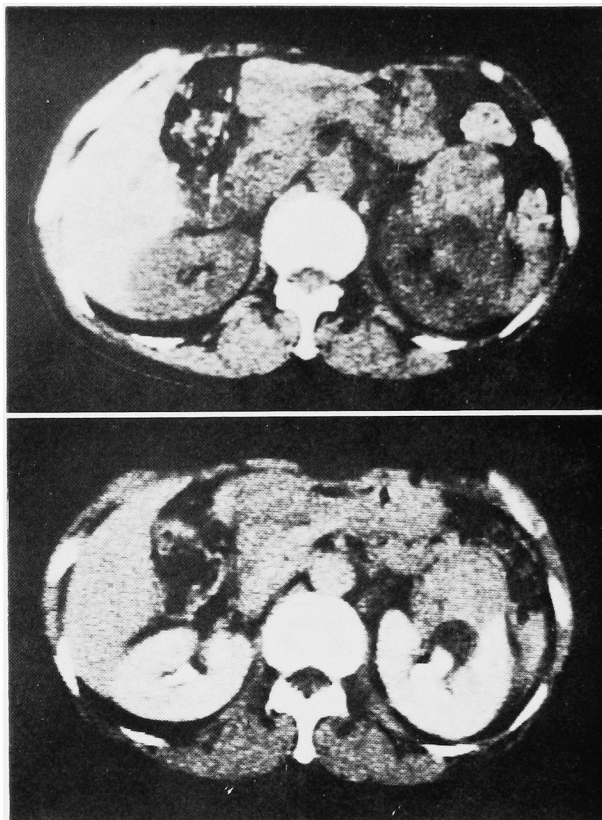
CT scan: A hypovascular mass in the left kidney was demonstrated at L II level.
